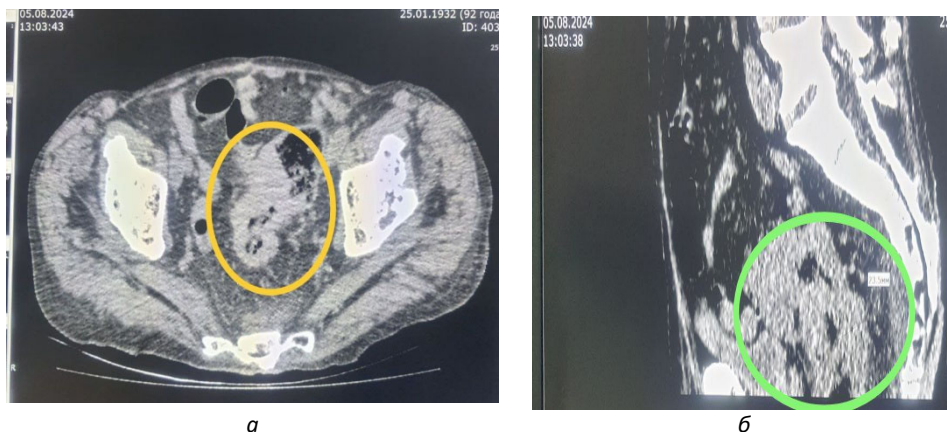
МСКТ органов брюшной полости и малого таза без контрастирования (август 2024 г.): а – аксиальная плоскость сканирования; б – сагиттальная плоскость сканирования.
